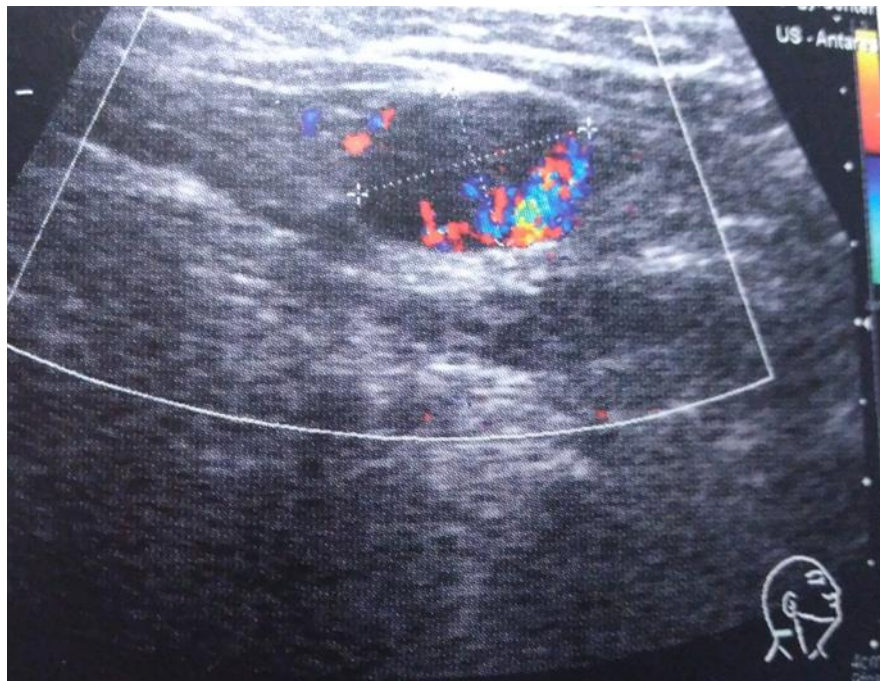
УЗИ-картина с доплерографией метастатического поражения лимфоузлов шеи
